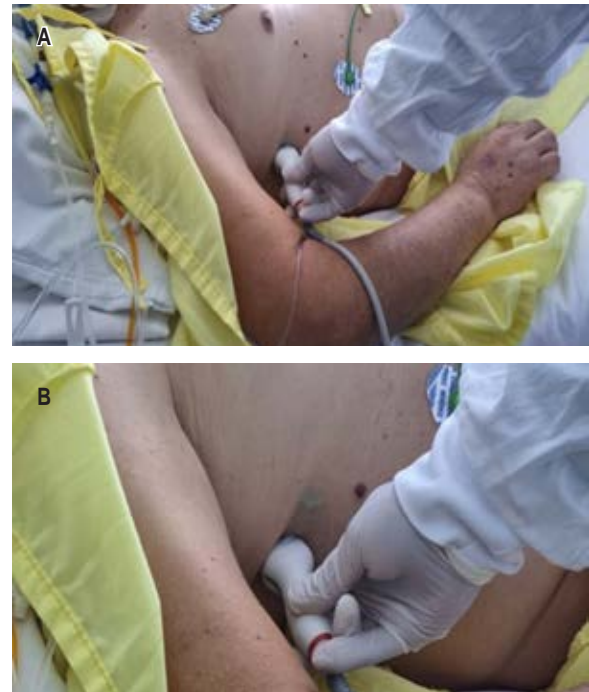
A) Position of the ultrasound probe at the patient's right or left side. B) Probe marker pointing toward the patient's head.
